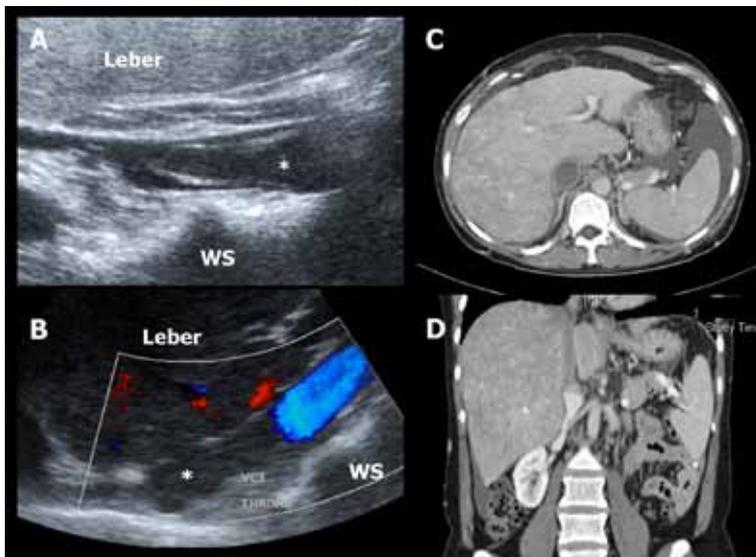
Budd-Chiari-Syndrom mit Beteiligung der Vena cava inferior: (A, B) Sonographischer Längsschnitt durch die Vena cava inferior mit Thrombus (\*). (C, D) CT-Diagnostik mit fehlender Kontrastierung der Vena cava inferior im intrahepatischen Segment.
